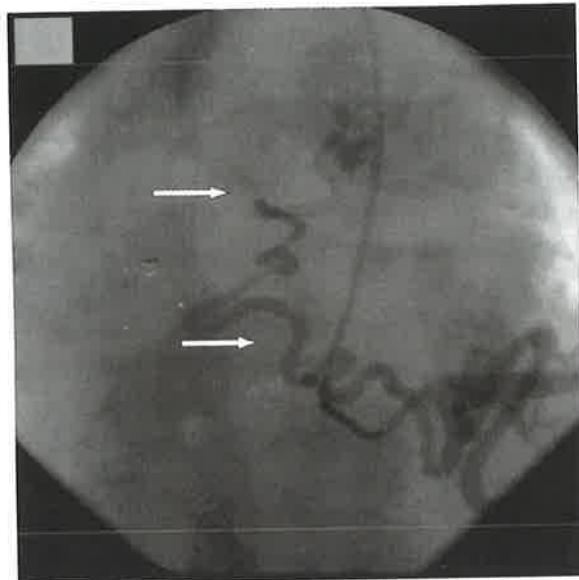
Asendan aortadan yapılan aortografide desendant aortun yaygın kollateraller vasıtası ile dolduğu gözleniyor.
